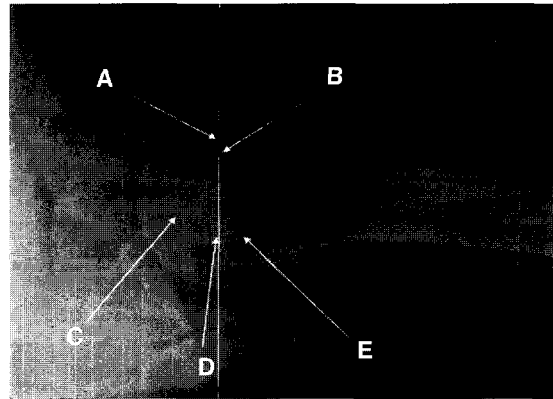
Radiological evaluation in the axillary view: (A) Bicipital groove : radiographs showing the irregularity or deepening (B) Greater tuberosity : radiographs showing the sclerosis or calcification (C) Clavicle : radiographs showing the lateral sclerosis, and osteophytes (D) A-C joint : radiographs showing the A-C joint narrowing and irregularity (E) Acromion : radiographs showing the medial sclerosis, and osteophytes
